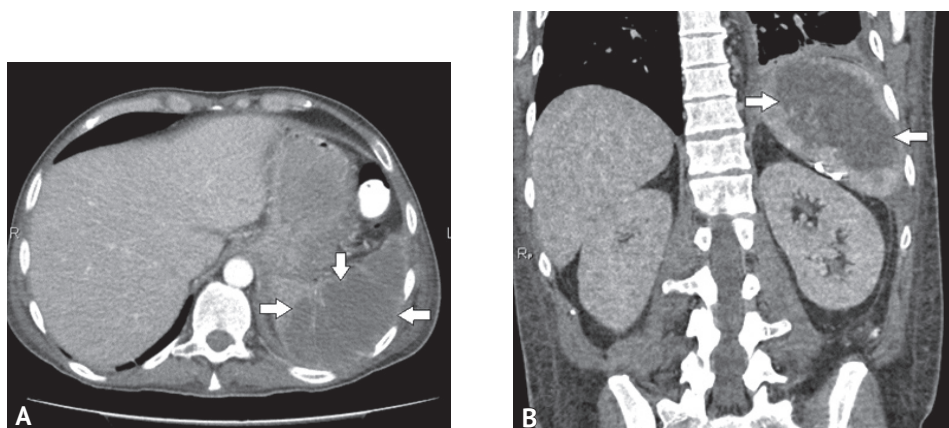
Компьютерная томограмма живота с контрастным усилением. А — аксиальная проекция; В — фронтальный срез. Формирование обширных зон жидкостной плотности в селезенке (стрелки)
